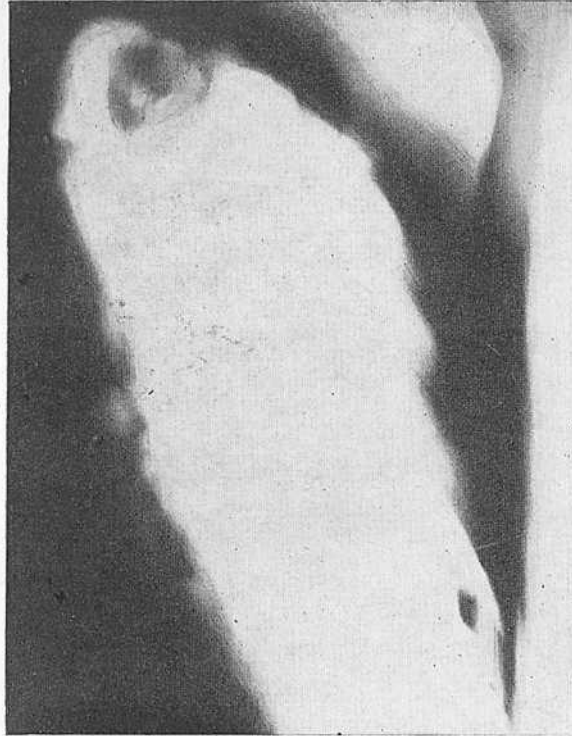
Томограмма больного Т. Секвестр в полости распавшейся туберкуломы.
